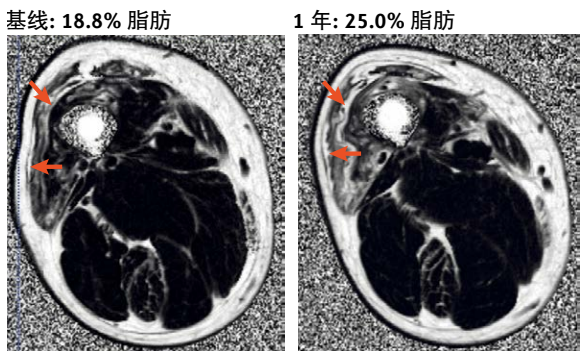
包涵体肌炎的磁共振显像 (MRI)。一例包涵体肌炎患者在基线 (左图) 和一年随访时 (右图) 大腿脂肪比例的 T1 MRI 图。在该病例中，脂肪比例的绝对百分数上升了 6.2%。箭头指出了大腿肌肉组织中脂肪浸润增加的区域。图片来自 Jasper Morrow, University College London, London, UK.
